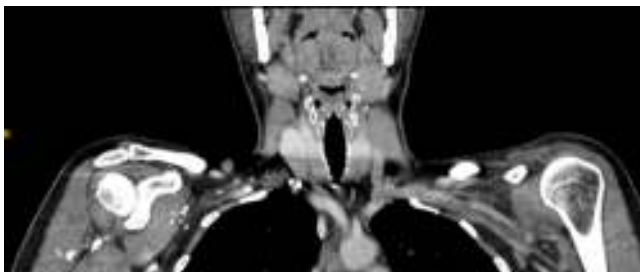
Angio-TC (sección coronal): aumento de la densidad grasa latero-cervical izquierdo.
